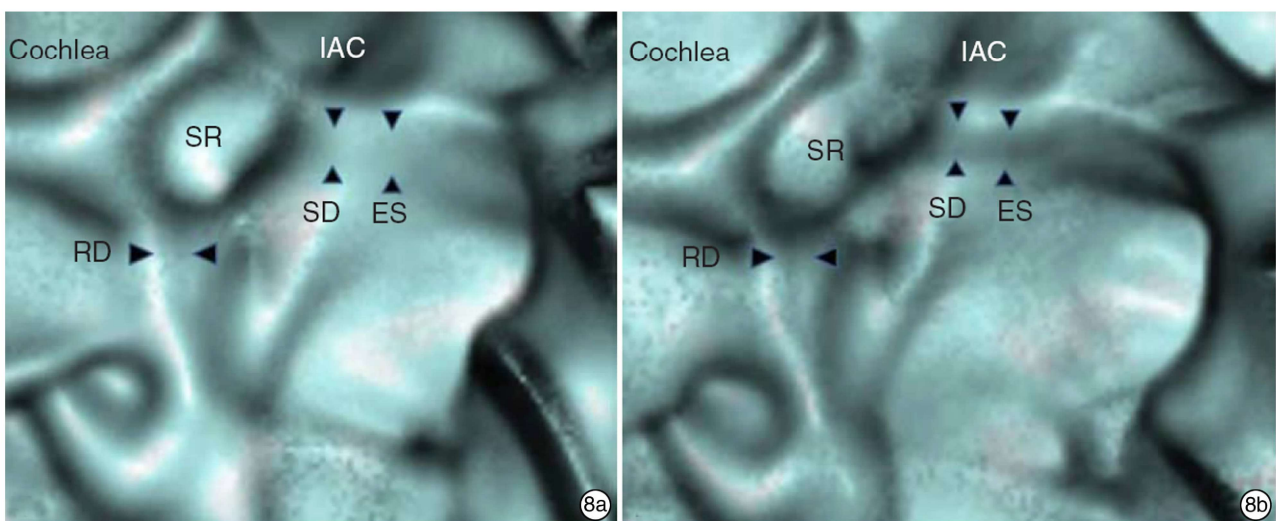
3D CT views of a cadaver temporal bone. The bony grooves underlining the saccular duct (SD) and the endolymphatic sinus (ES) treated with CaCO₃ (8a) appear vague compared with those treated with muscle fragments(8b). Note the difference in continuity of the bony grooves(arrowheads). IAC, internal auditory canal; RD, reuniting duct; SR, saccular recess.
